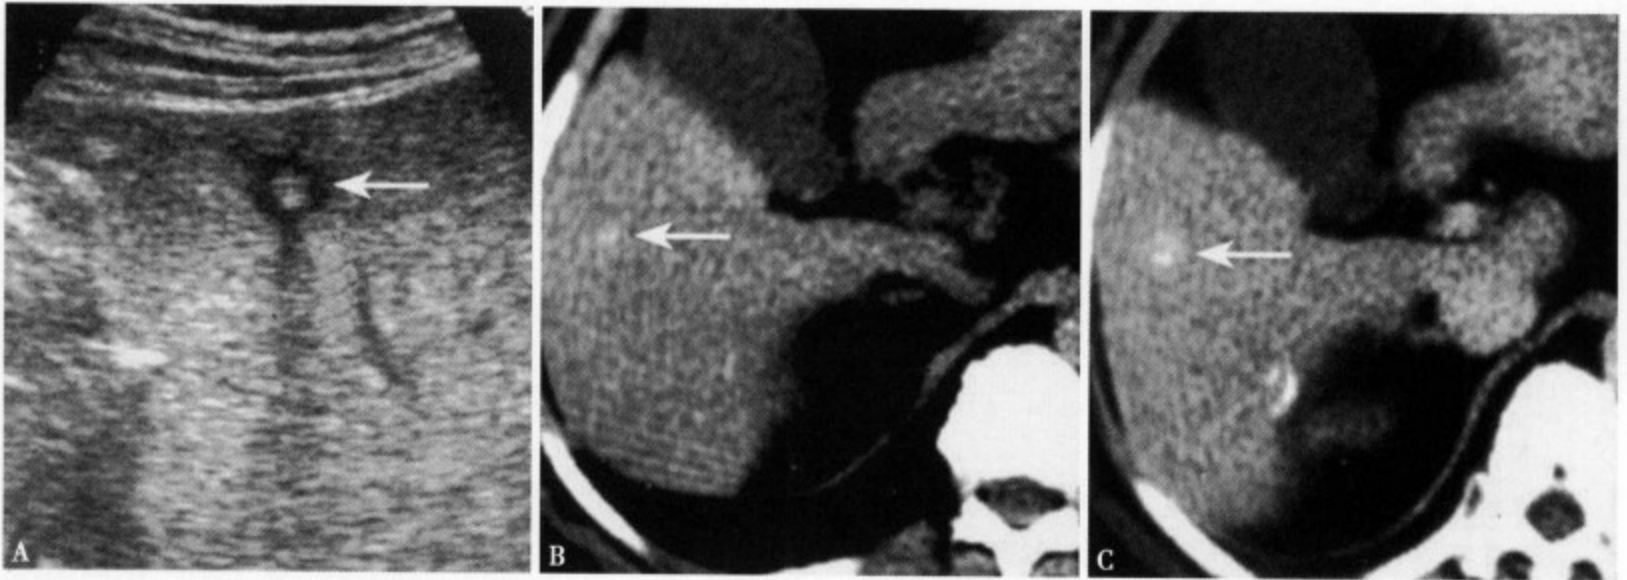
US (A) 显示肝内混合回声病灶, 中心结节状回声增强和周围明显的环形低回声; CT 平扫 (B) 显示肝内局限不规则形密度增高影, 病灶边缘不清楚; 增强 CT 静脉期~平衡期 (C) 肝内病灶可见持续性强化, 病灶边缘仍不清楚
